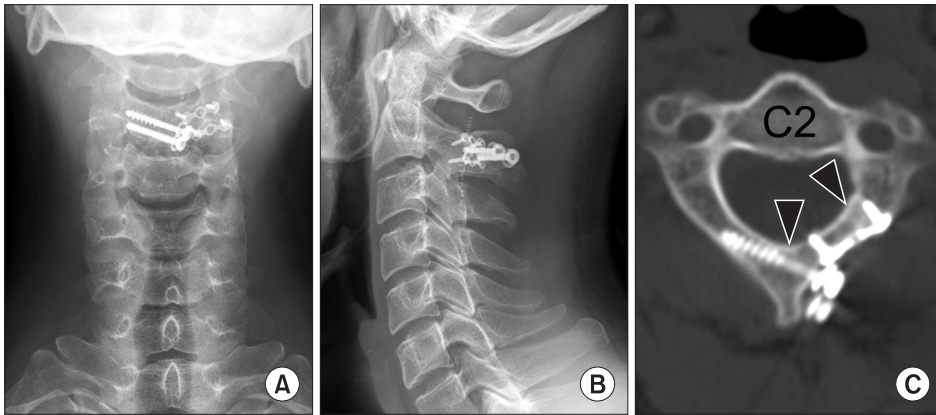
(A, B) Plain radiographs taken at 6 months after the operation show good alignment. (C) A computed tomography scan image taken at 3 months after the operation shows satisfactory union of previously cut surfaces (black arrowheads).
